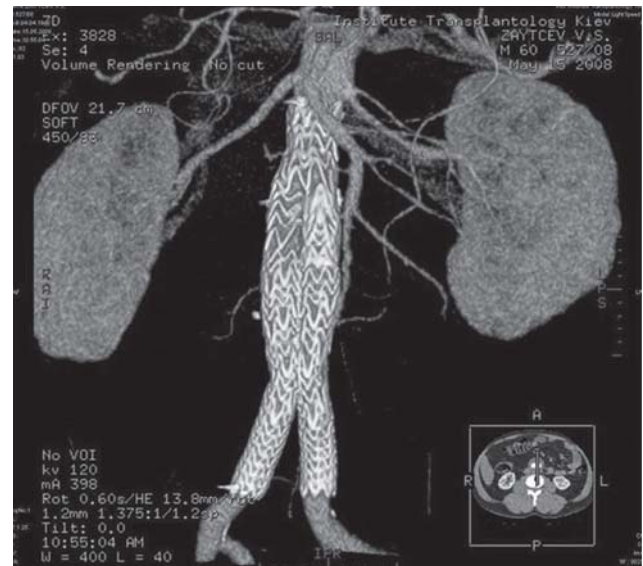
Результат контрольной КТ через 3 мес. после имплантации эндопротеза.
